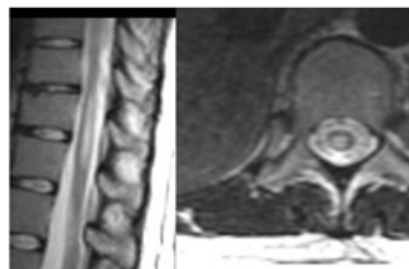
Sagittal and axial images of the conus medullaris T2-weighted FSE in which a high signal is noted at the centre position, with conus oedema and/or haemorrhage caused by a spinal needle (Source: www.anestesia-dolor.org).
